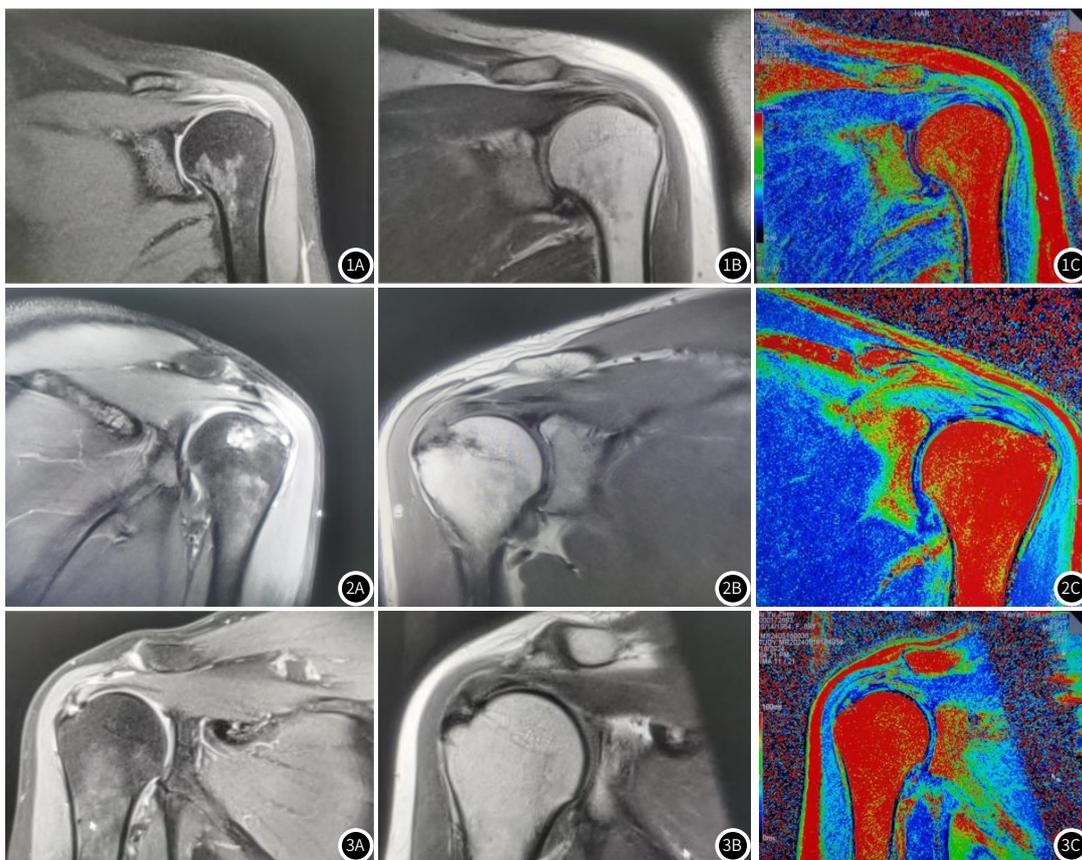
~图1C 病例1, 女, 29岁, 打羽毛球后左肩疼痛1周入院, MRI见左冈上肌腱附着端信号增高, 提示冈上肌腱磨损, T2 mapping为均匀绿色-黄色。
